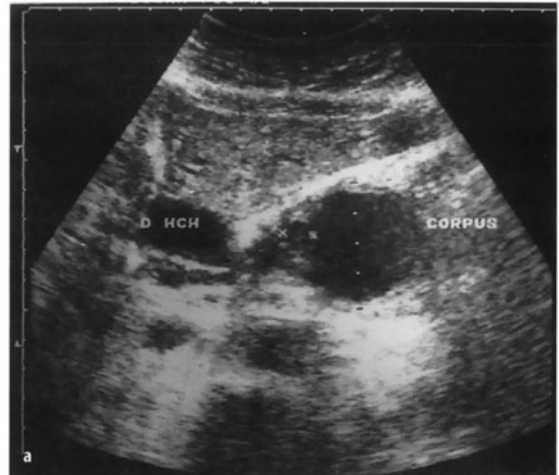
Extrahepatischer Gallengangsverschluss (abdominelle Sonographie). a Obstruktion des Ductus hepatocholedochus durch einen teils zystischen, teils soliden Pankreastumor: Ductus hepatocholedochus erheblich verbreitert, dorsal davon die V. portae; die Raumforderung z. T. markiert. b Darstellung des Ductus hepatocholedochus: erheblich verbreitert (> 2 cm), ebenfalls der rechte Ductus hepaticus und dessen Äste. c Stau der intrahepatischen Gallenwege („*Doppelstraßen*“)
